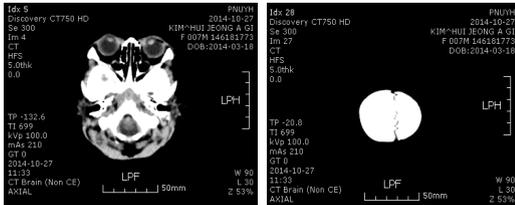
Shows the reference scan range of pediatric brain CT presented by the Health Insurance Review & Assessment Service.
